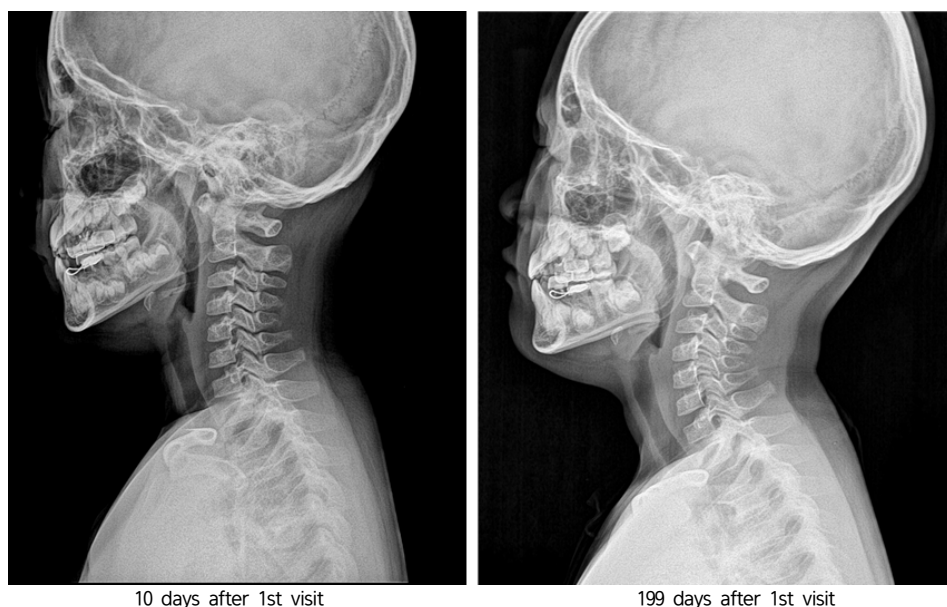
Comparison of x-ray image before and after medical treatment in Case 3.
